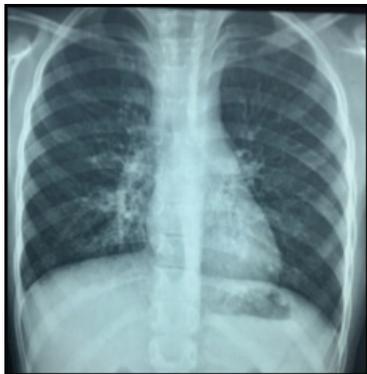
Radiographie de thorax 8 jours après le début de traitement : disparition de l'infiltrat pulmonaire
